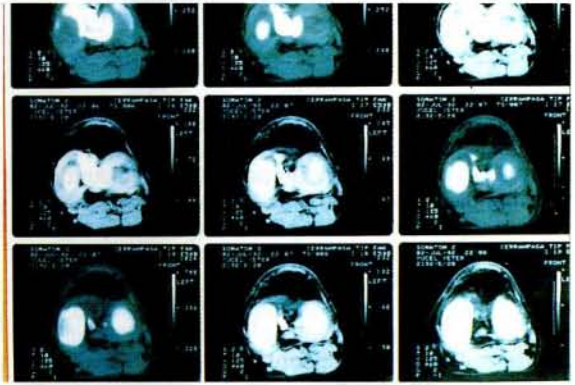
N. A. BT inceleme, kist görünümü
